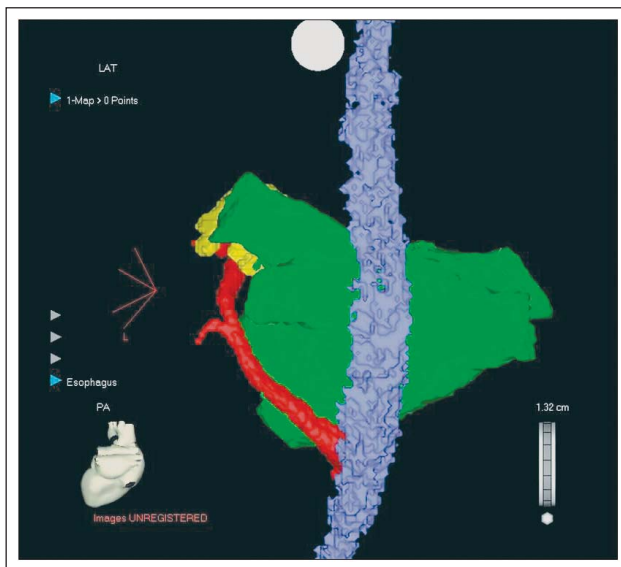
Bearbeitete CT-Darstellung; posterior-anteriore Ansicht (Blau = Ösophagus; Grün = linkes Atrium; Rot = Sinus coronarius; Gelb = linkes Herzohr)
